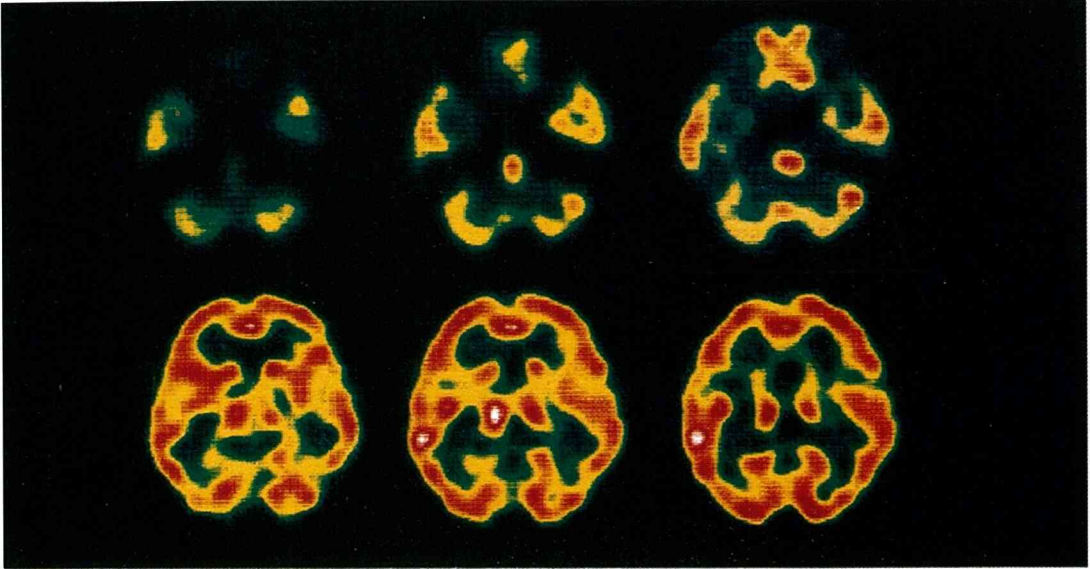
8月16日のIMP-SPECT画像 図の右が実際の左に当たる
